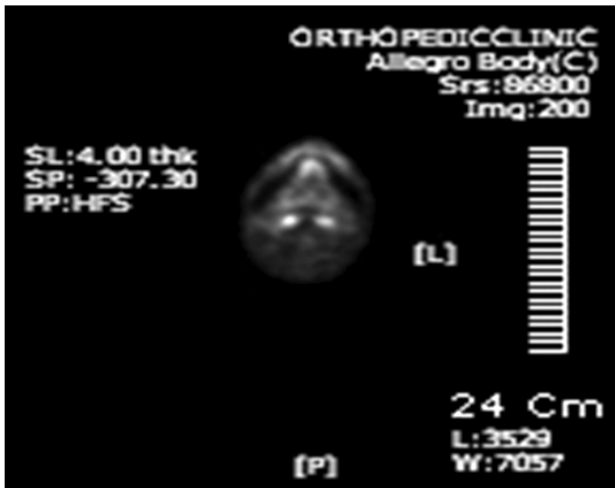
PET CT image shows hypermetabolic uptakes in anterior floor of mouth.
